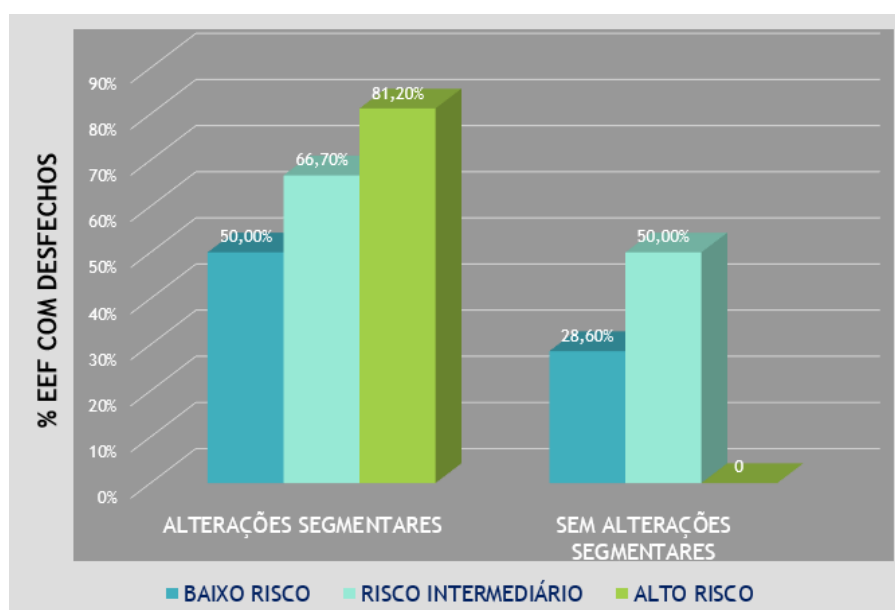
Percentual de EEF com desfechos x alterações segmentares do VE ao ecocardiograma nos grupos de risco de Rassi.
